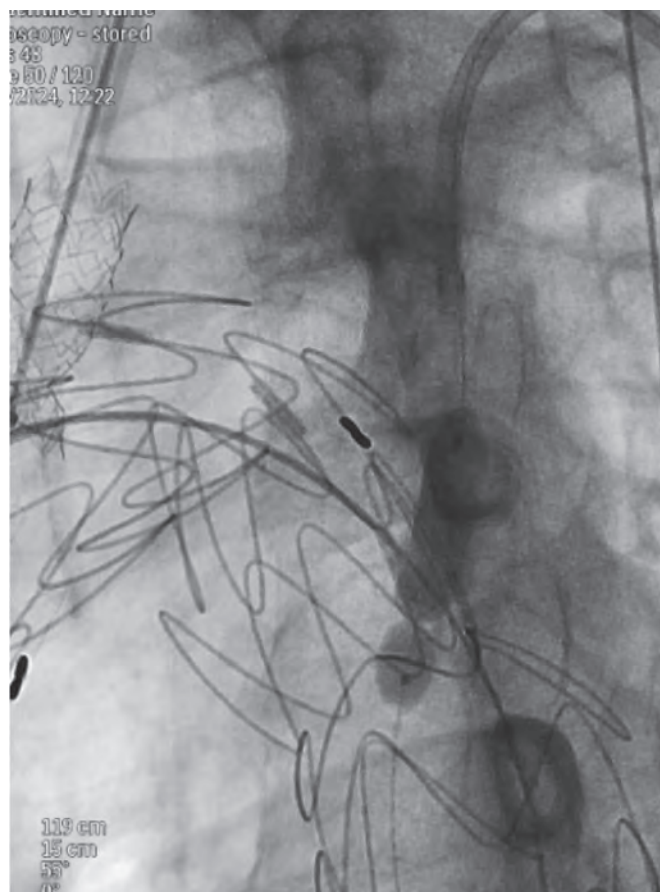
Рентгенограмма при дилатации баллоном стент-графта в зоне фенестрации устья левой подключичной артерии
